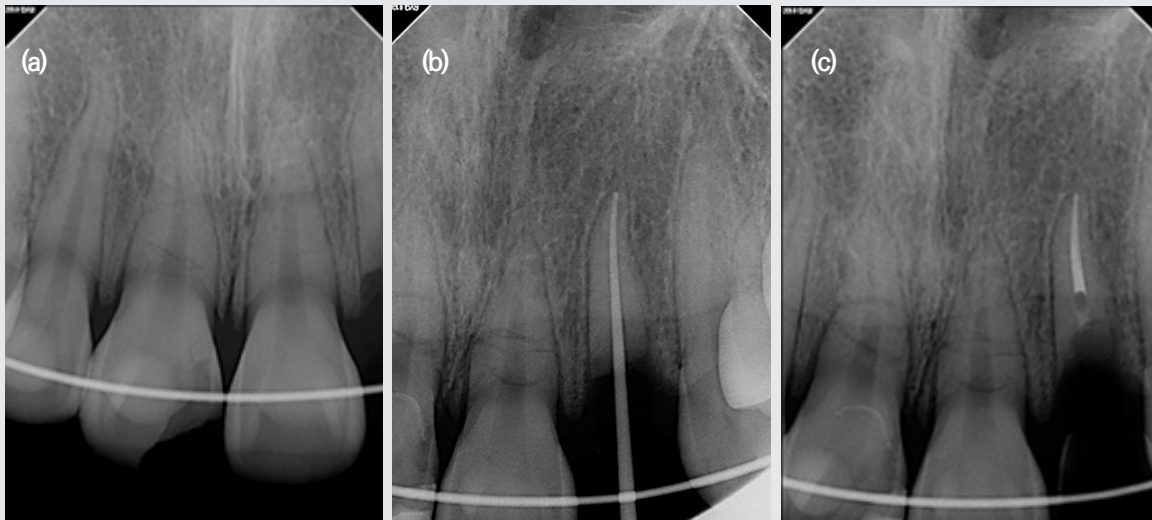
(a) The radiograph after tooth reduction and resin-wire splint; (b) The master Cone fit radiograph of maxillary left lateral incisor; (c) Final filling radiograph of maxillary left lateral incisor.
